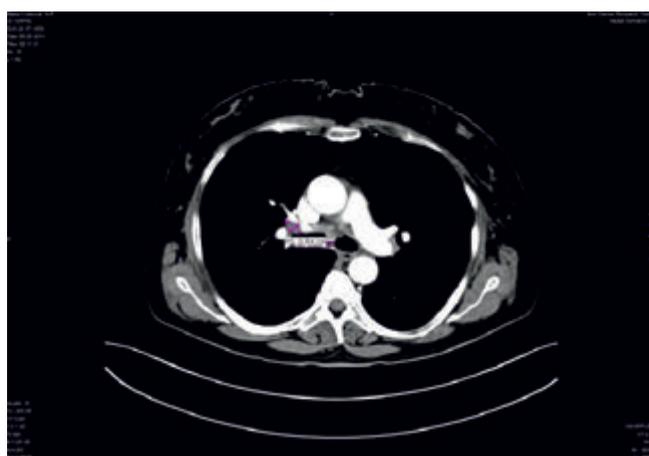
КТ после терапии вектибиксом (08.08.12)
